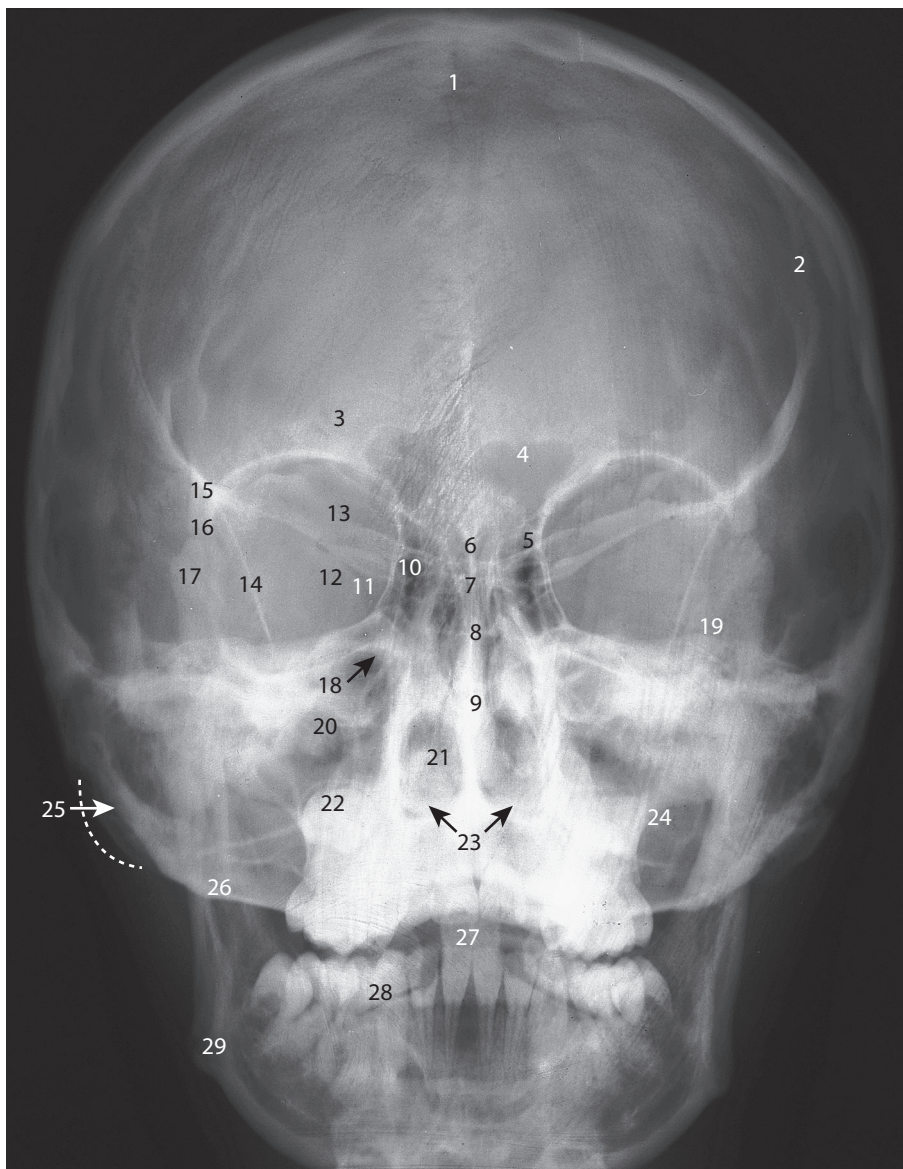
Рентгенограмма черепа в ЗЛ20-проекции.
